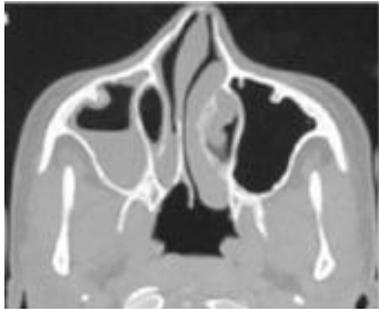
TDM : atrésie choanale droite mixte
